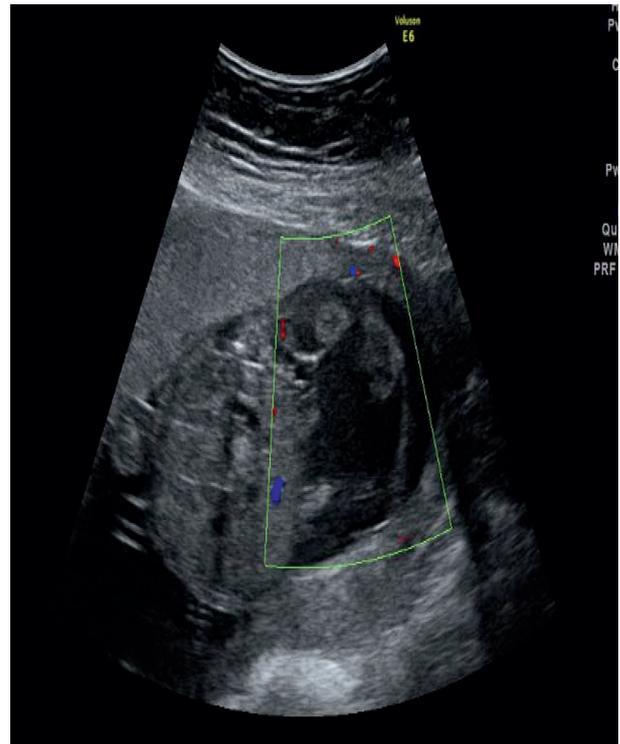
Ecografia às 13 semanas: lesão de natureza cística, na dependência dos planos cutâneos/subcutâneos da região pélvica, à direita.
